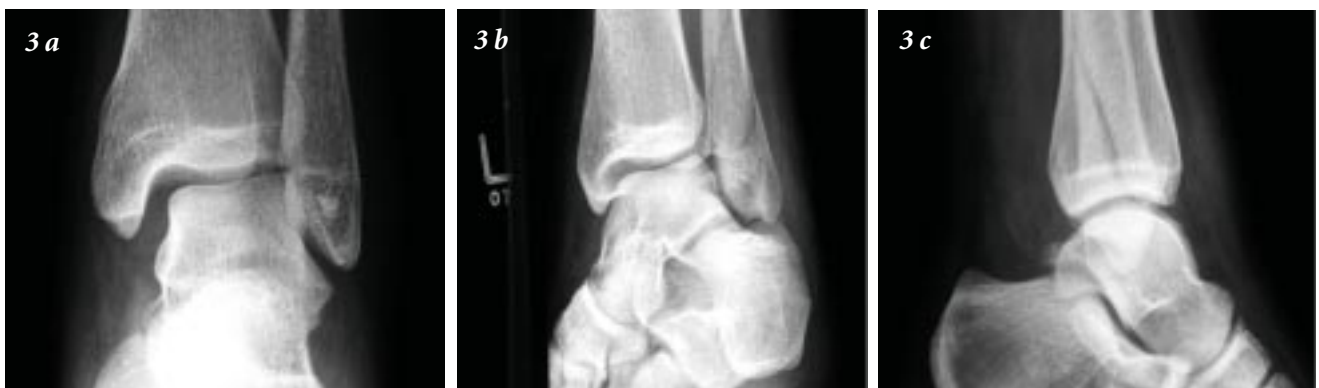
Trois radiographies d'une fracture de la malléole externe de la cheville. L'espace entre l'astragale, la malléole interne, la malléole externe et le plafond tibial n'est plus symétrique, témoignant d'un déplacement latéral de l'astragale (3a).
